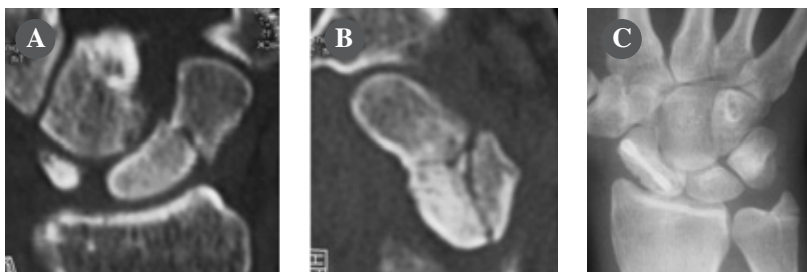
A,B) Sintesi percutanea volare associata da subito a tutore modulare e Osteobit in ritardo di consolidazione giunto all'osservazione clinica a 40 giorni dal trauma. C) La radiografia ad 1 mese mostrava l'avvenuta consolidazione.
